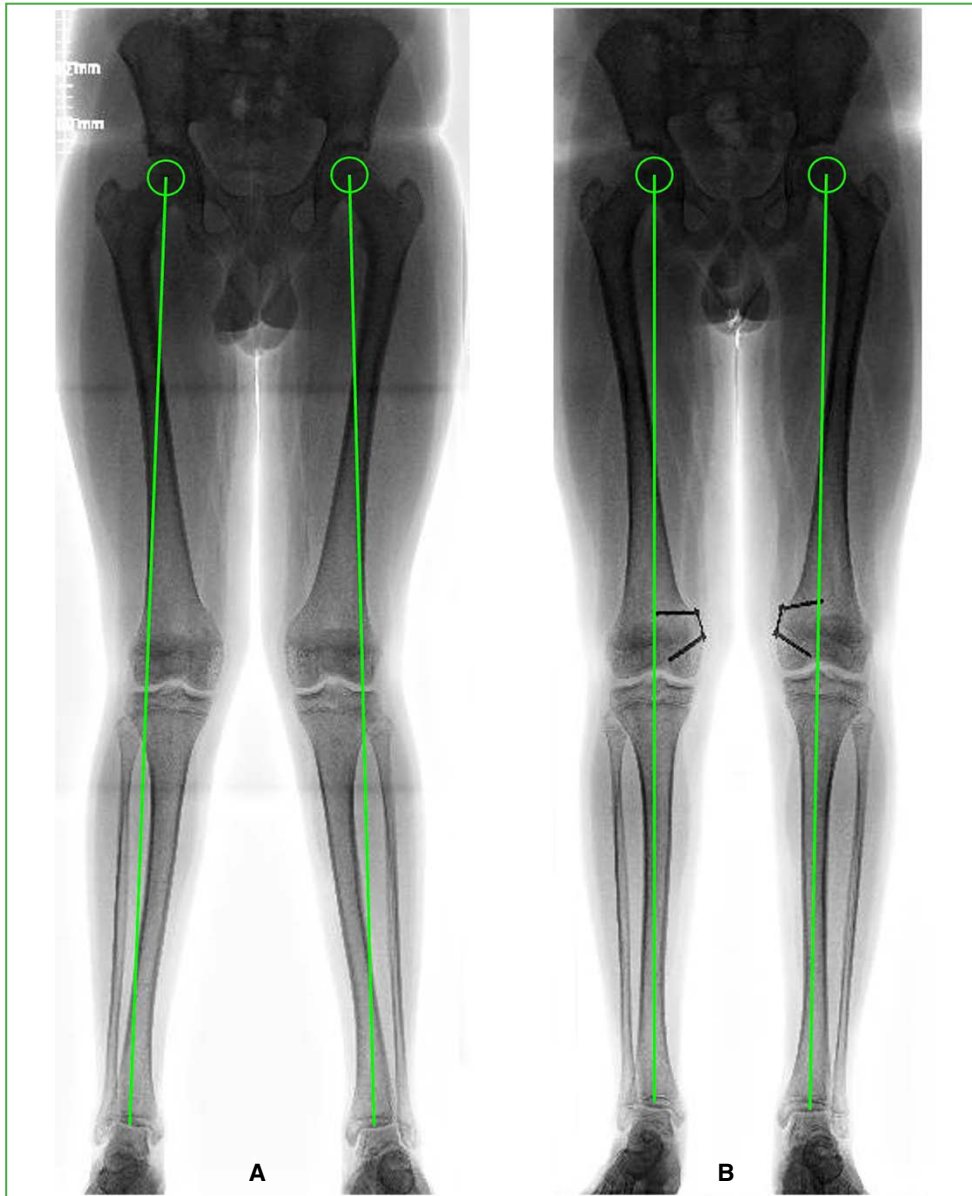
A. Imagen clínica preoperatoria de un niño de 13 años con genu valgo idiopático (zona 2), al cual se indicó la corrección mediante crecimiento guiado utilizando placas de banda de tensión en el fémur distal. B. Radiografía de miembros inferiores, de frente con carga, a los 12 meses, que muestra la corrección completa de la deformidad.
